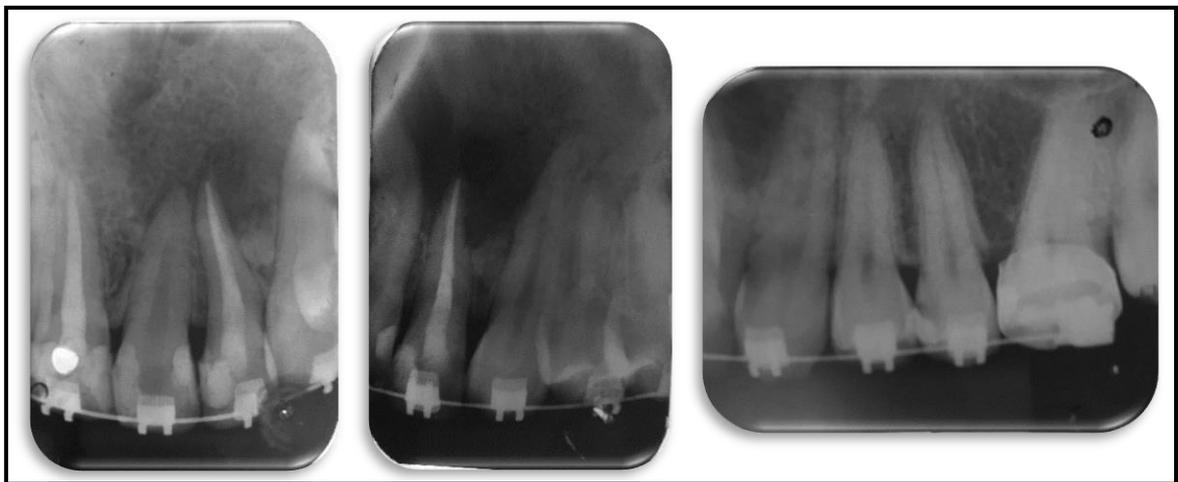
Radiografia periapical inicial - observada imagem radiolúcida e deslocamento da posição das raízes.
